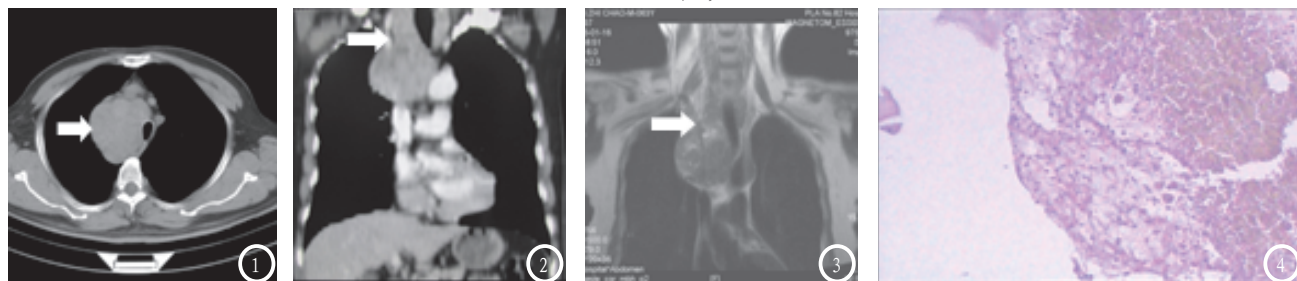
CT轴位平扫。图2 CT冠位增强动脉期。图3 MRI Cor-T2WI。图4 穿刺活检标本镜下所见, HE $\times 40$ 。
